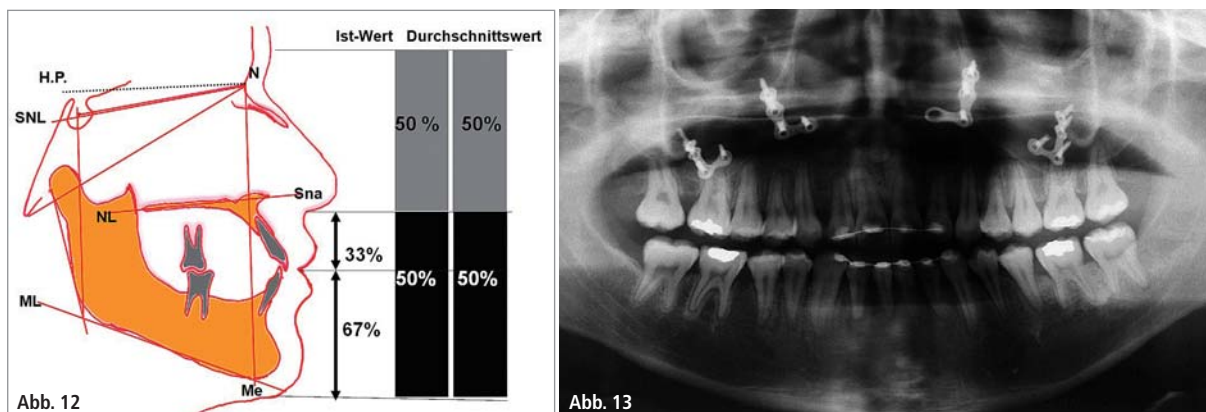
Kephalemrische Aufnahme nach Behandlungsende; die skelettalen und Weichteilstrukturen in der Vertikalen wurden harmonisiert. – Abb. 13: Orthopantomogrammaufnahme nach Ende der Behandlung.
